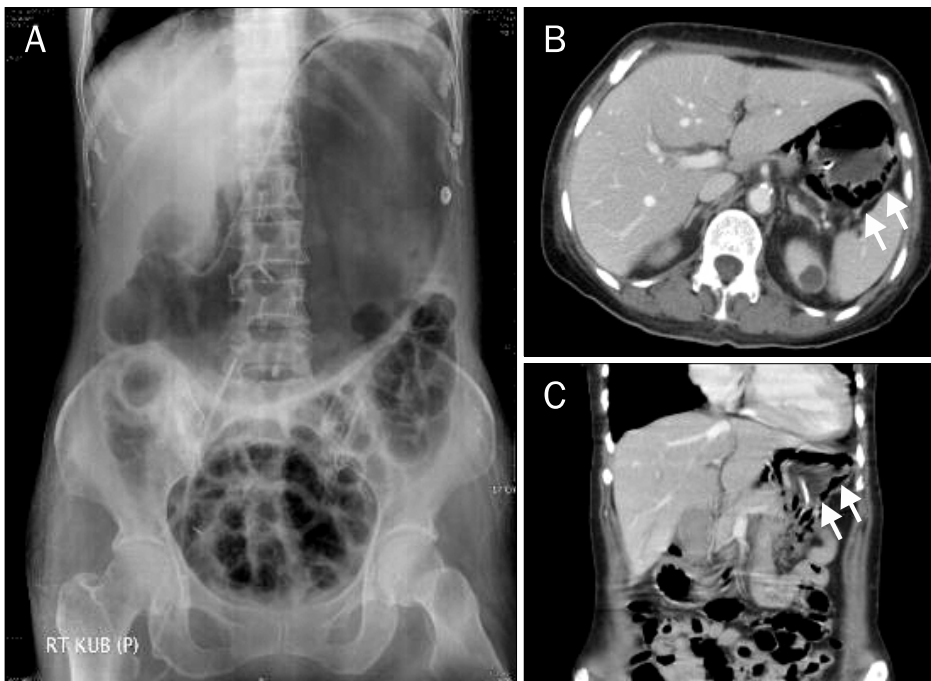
Abdominal x-ray and CT scan findings. (A) Gas was noted in the wall of the dilated stomach. (B, C) The wall of the stomach had irregular mottled gas (arrow).
